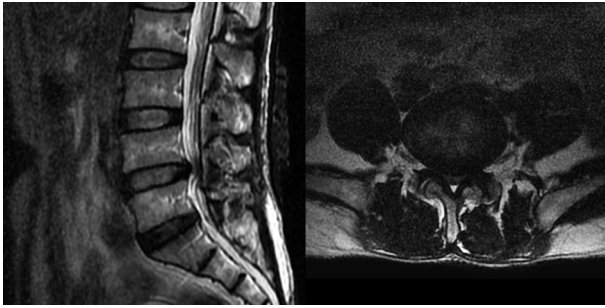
术前MRI示L_{4~5}间盘中央突出伴椎管狭窄
